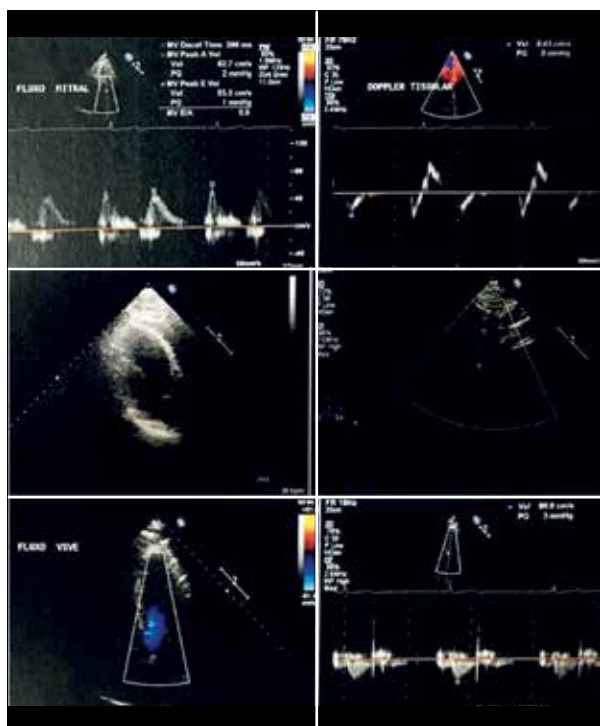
Ecocardiograma em 21/12/2016 (paciente com 78 anos de idade). Informações vide Tabela 2.
